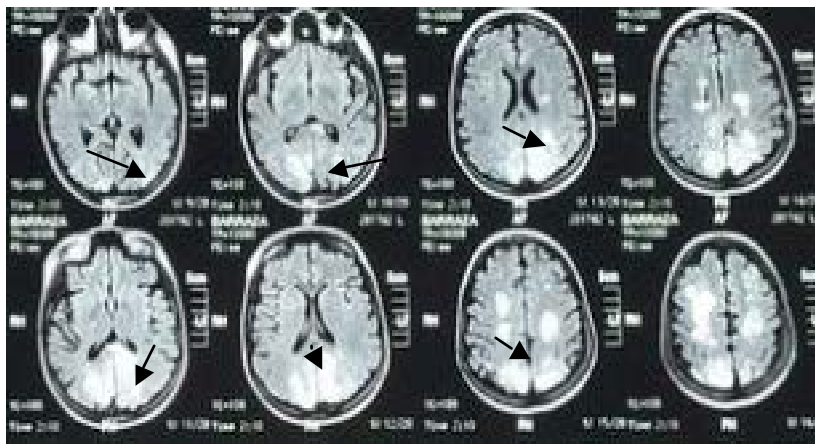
Resonancia magnética de cerebro en cortes axiales. Se observan lesiones hiperintensas a predominio de subcorticales en secuencias FLAIR, en ambas regiones occipitales, parietales y frontales, sugestivas de edema.
